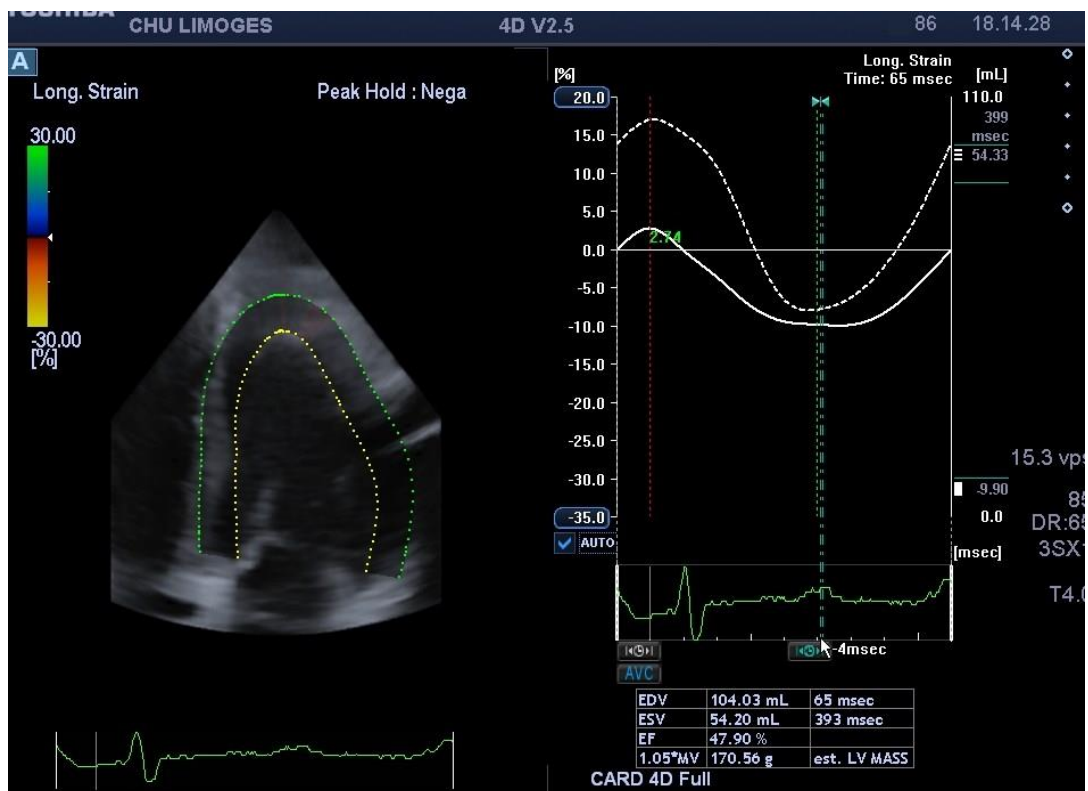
Exemple de 3D-SGL du VG. *Source : images extraites d'un examen réalisé dans notre service au CHU de Limoges et recueillies sur l'échographe Toshiba*
